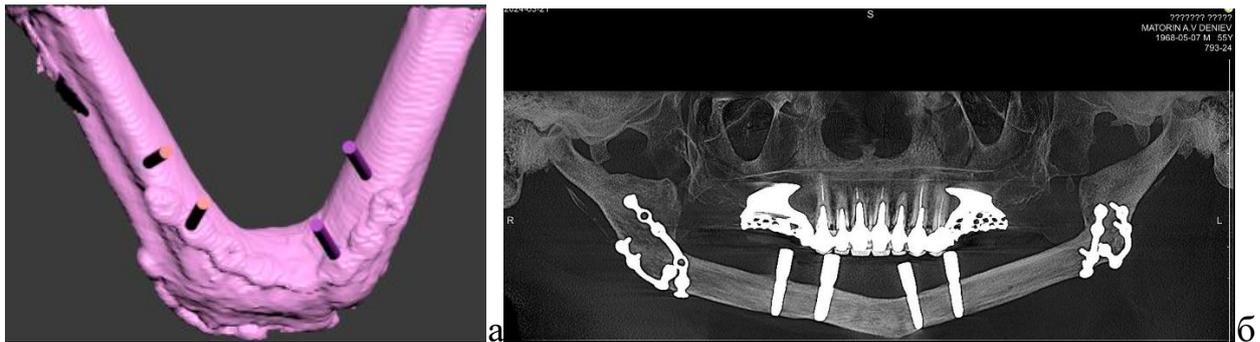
Этап планирования дентальной имплантации (а), КТ пациента после II этапа внутрикостной дентальной имплантации
